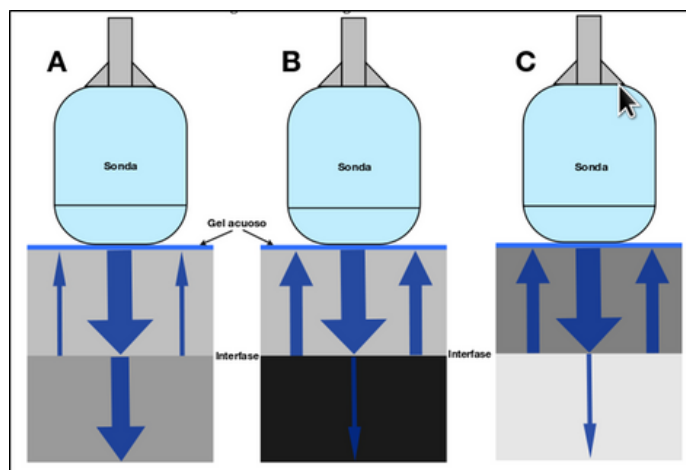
Amplitud de Ondas Reflejadas Según la Impedancia de los Medios. La amplitud de las ondas reflejadas depende de la diferencia de impedancia entre dos medios. A menor diferencia, los ultrasonidos atraviesan mejor la interfase y la amplitud de las ondas reflejadas es menor. A mayor diferencia de impedancia, los ultrasonidos tienen más dificultad para atravesar la interfase, lo que genera una mayor amplitud en las ondas reflejadas.
